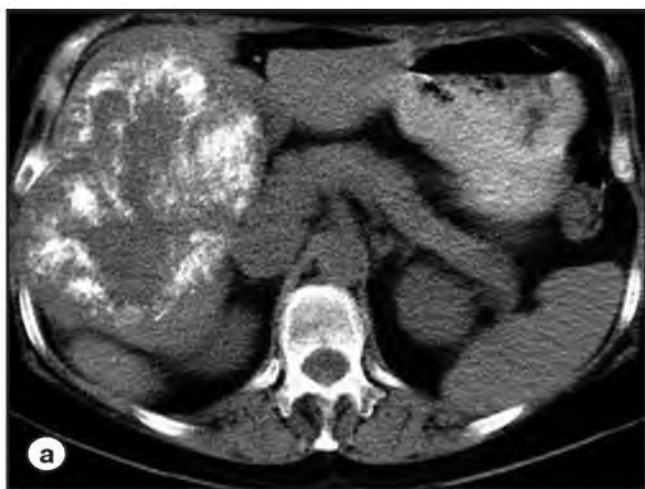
а* – нативная фаза; *б* – артериальная фаза. В массиве метастатического узла определяется рентгеноконтрастный эмболизирующий материал (липидол ультрафлюид). Накопления контрастного вещества в массиве опухолевого узла не отмечается.
